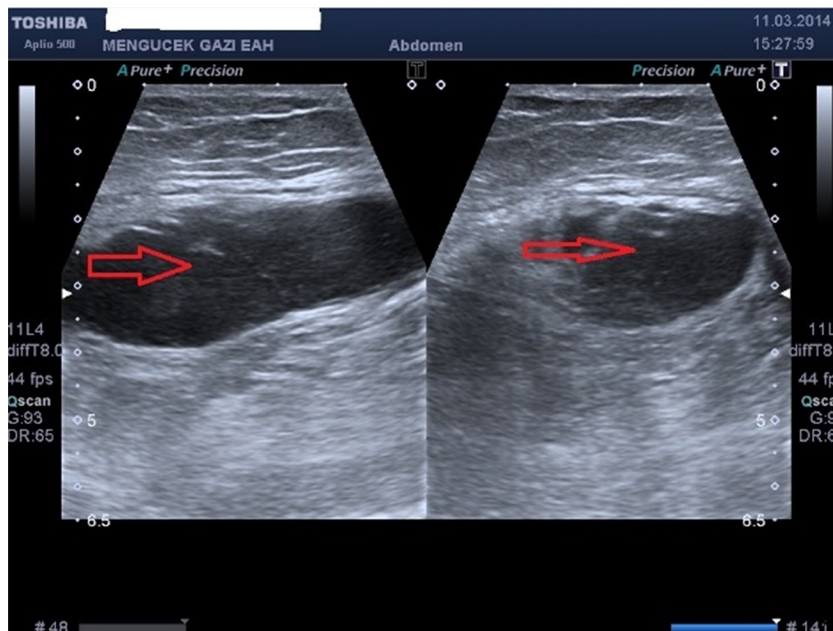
Imagen de ecografía de un HEVR de grado II.
